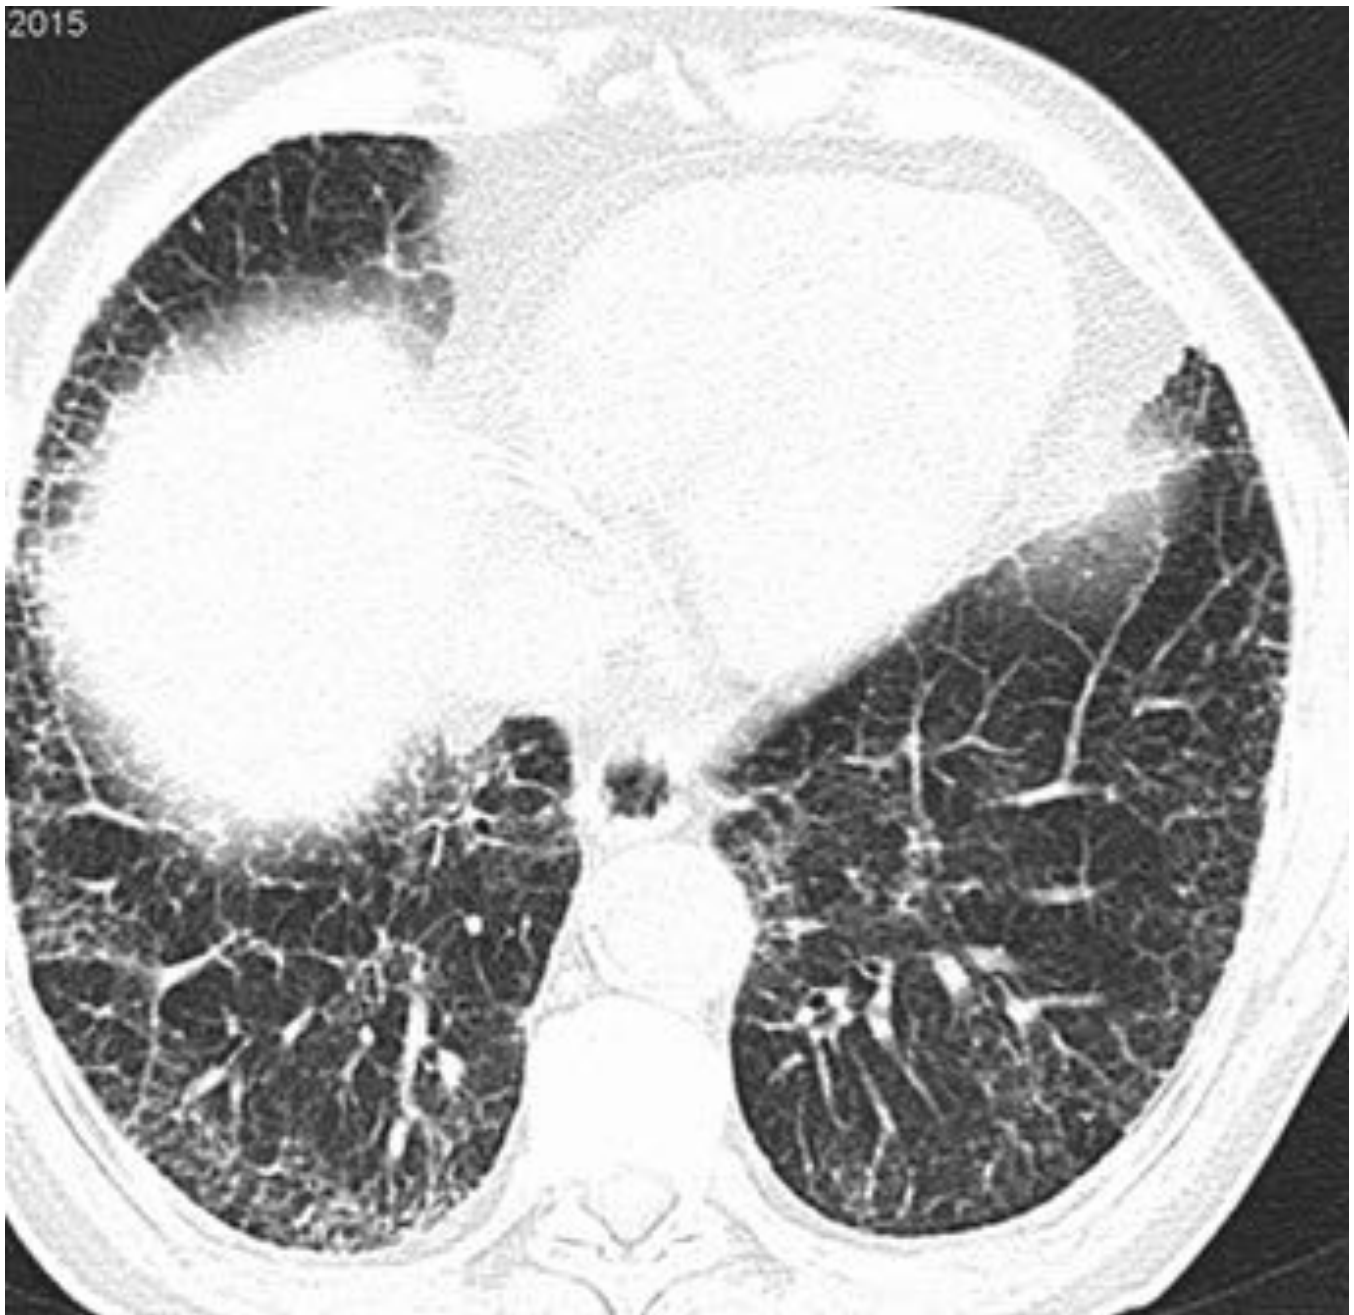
NIU. TC de tórax. Afectación periférica en vidrio deslustrado y engrosamiento septal en otro paciente con toxicidad por amiodarona.
